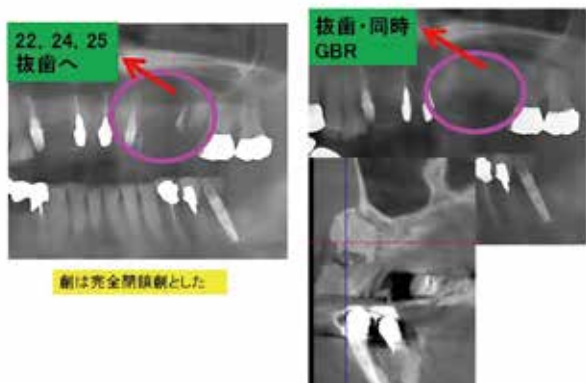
初診時パノラマレントゲン写真および22, 24, 25抜歯・同時GBR後のパノラマレントゲン写真・CBCT写真
